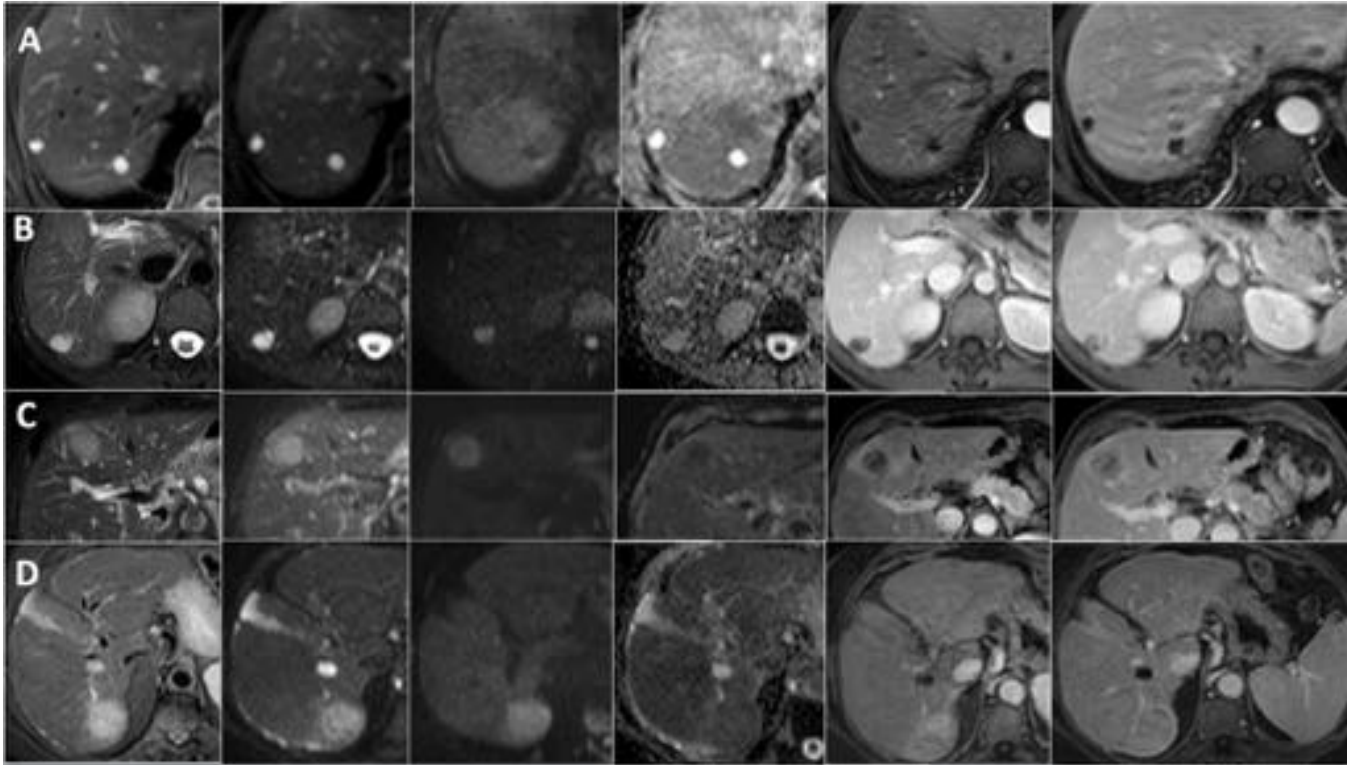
Caracterización de lesiones focales hepáticas: imágenes de RM en planos transversales, ordenadas por filas de izquierda a derecha, STIR, T2 b0, difusión b 1000, mapa de ADC, T1 con contraste en fase arterial y T1 con contraste en fase portal. En fila A quiste simple, B hemangioma, C metástasis y D carcinoma hepatocelular. La lesión quística claramente no restringe difusión y se diferencia del resto de lesiones.
